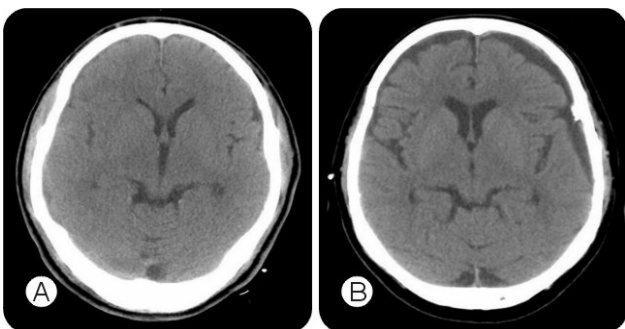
Classification of brain atrophy on post operative CT scan. No or mild atrophy (A) and definite atrophy (B).
